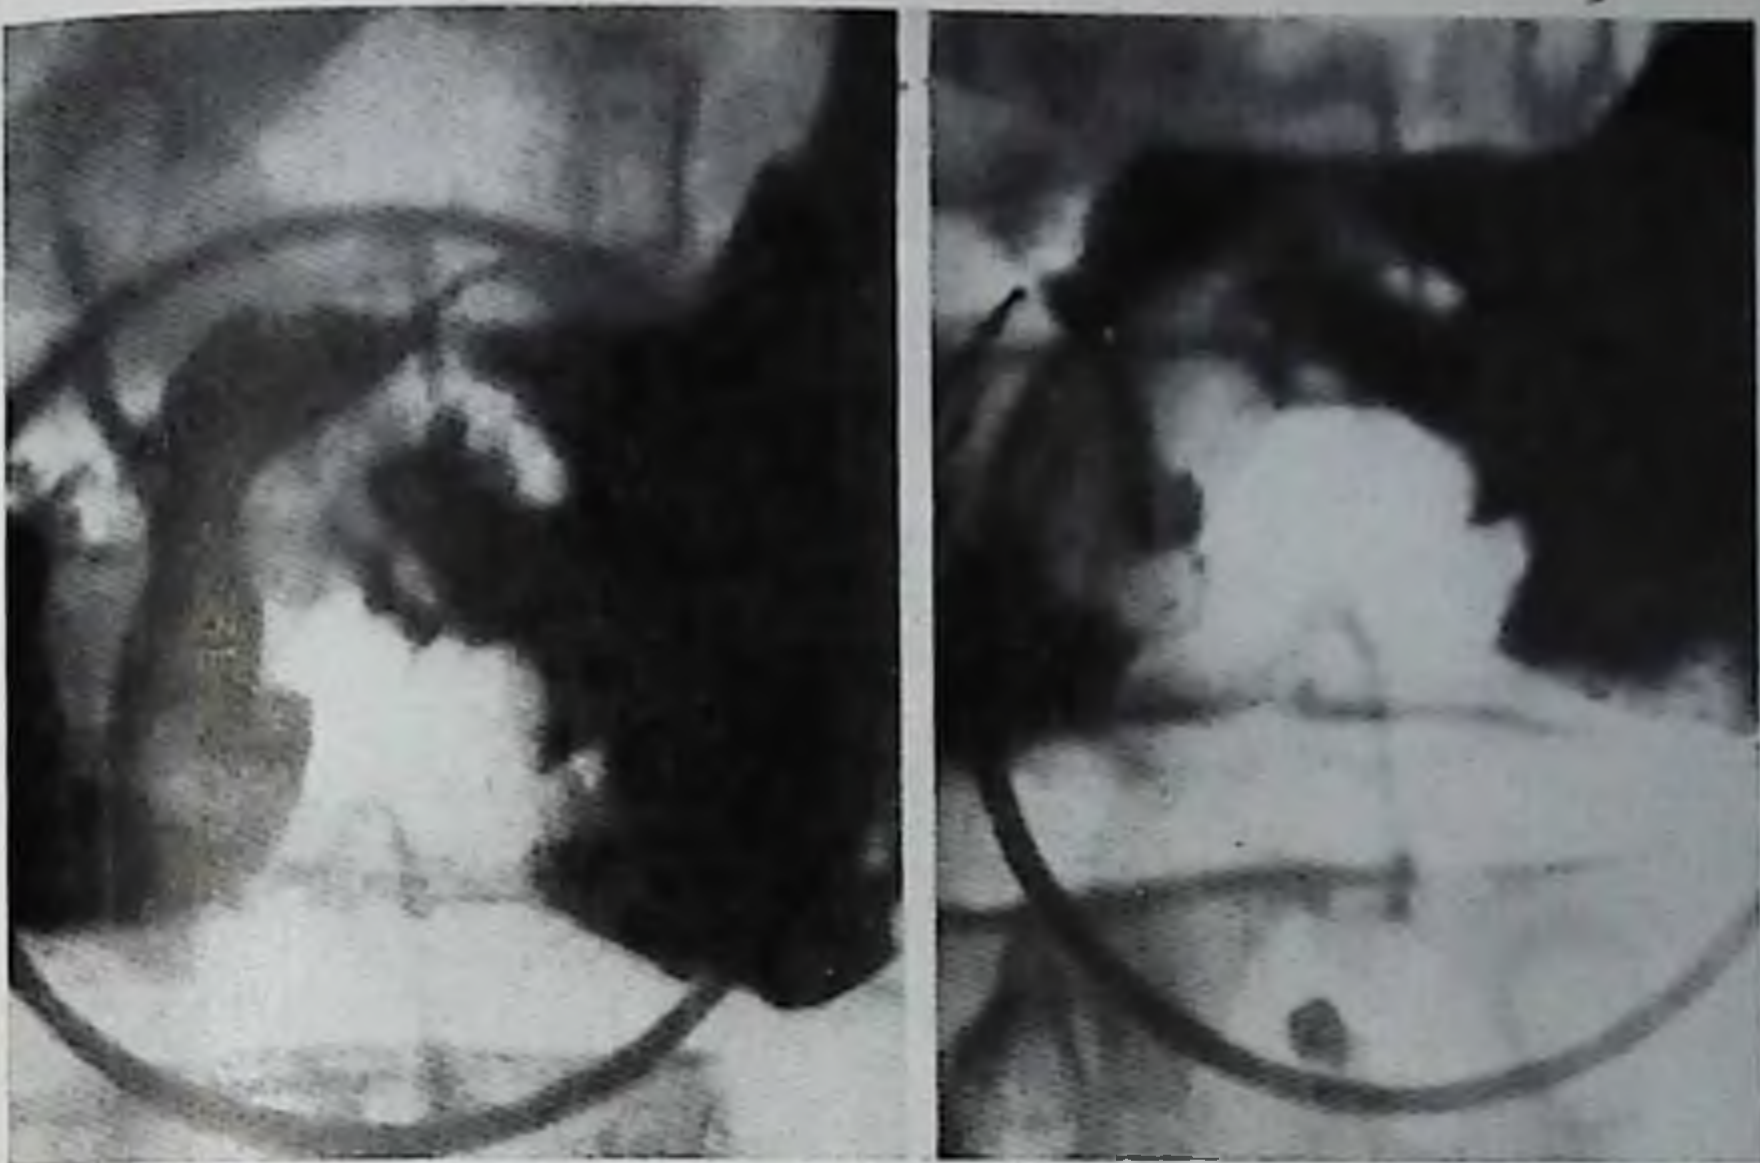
Состояние спустя 4 мес после ушивания прободной язвы желудка. На прицельных рентгенограммах определяется значительная деформация препилорического отдела желудка с образованием дефекта наполнения с депо бария в центре, размеры и форма которого в процессе исследования меняются.
